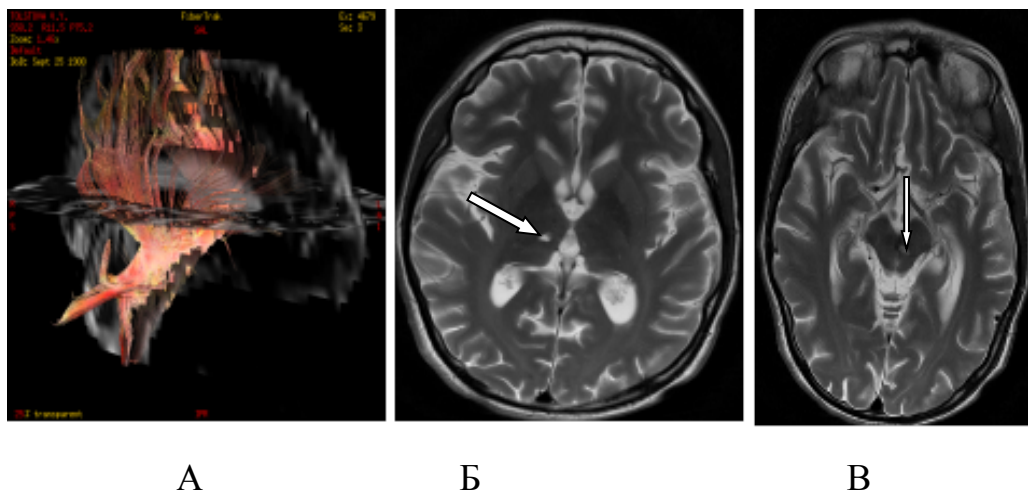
МРТ и ДТР МРТ пациентки Т.: А – ДТИ МРТ: выраженное разрушение, повреждение проводников в левой половине ствола и валика мозолистого тела, но КФА снижены умеренно; Б – МРТ: в правом таламусе киста размерами 6 мм в диаметре, в левом – 3 мм в диаметре. В левой половине среднего мозга – очаг размерами 10x8 мм
